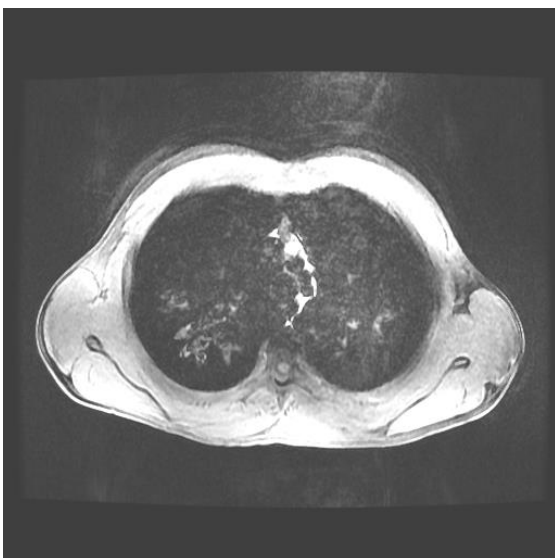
Ressonância Magnética ponderada em T1 com apneia demonstra bronquiectasias e broncomucocele em ambos os lobos superiores
